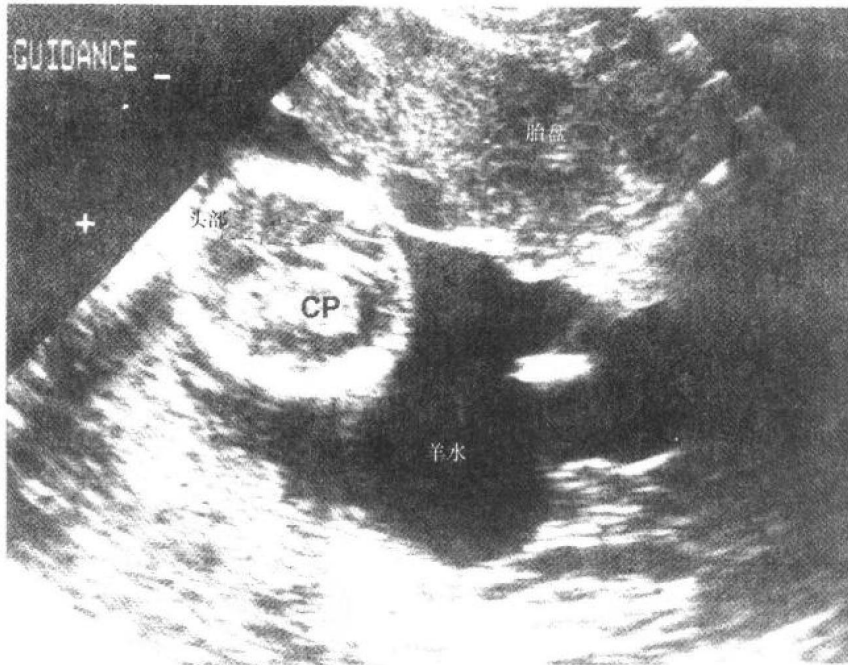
妊娠 16 周行羊膜穿刺术时的超声影像图。可见羊膜穿刺针从右上方进入羊膜腔;亮区是从针尖发出的反射波。前置胎盘。左侧可见胎儿头部脉络丛。
